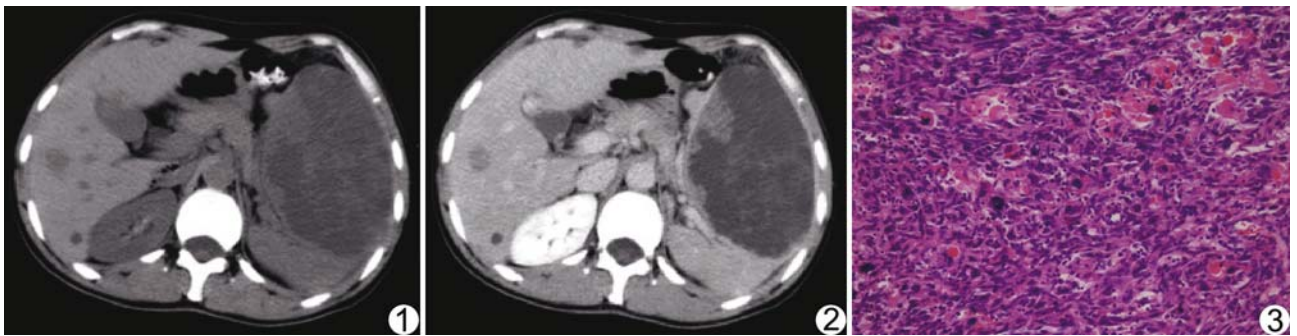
CT 平扫图像 脾脏大部区域呈坏死囊变, 其内伴有结节及斑片状软组织影 图 2 平衡期肿瘤实性部分见有较弱强化, 囊变坏死区未见强化改变 图 3 肿瘤细胞呈梭形, 细胞深染, 异型性明显, 弥漫浸润血管腔内(HE, ×200)
